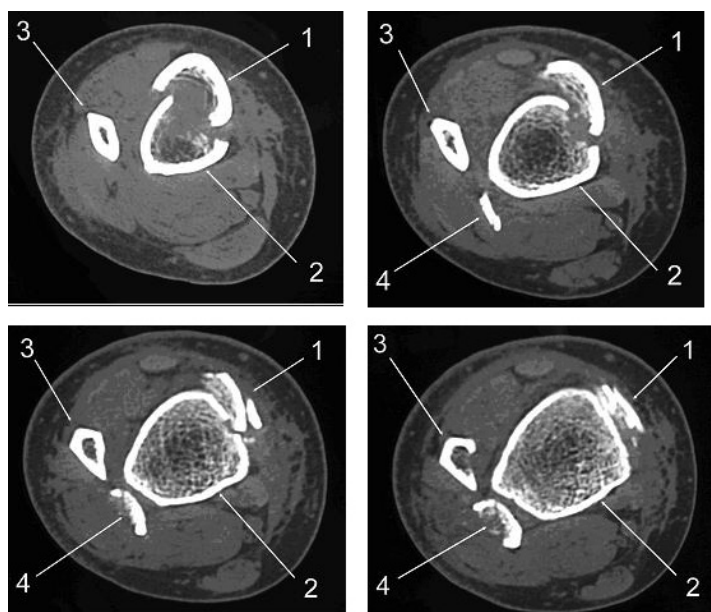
CT images of spiral fracture of tibia. First view (a) was taken 0.5 cm above the fracture cleft. The following cross-section CT images (b,c,d) were obtained at 1 cm intervals
